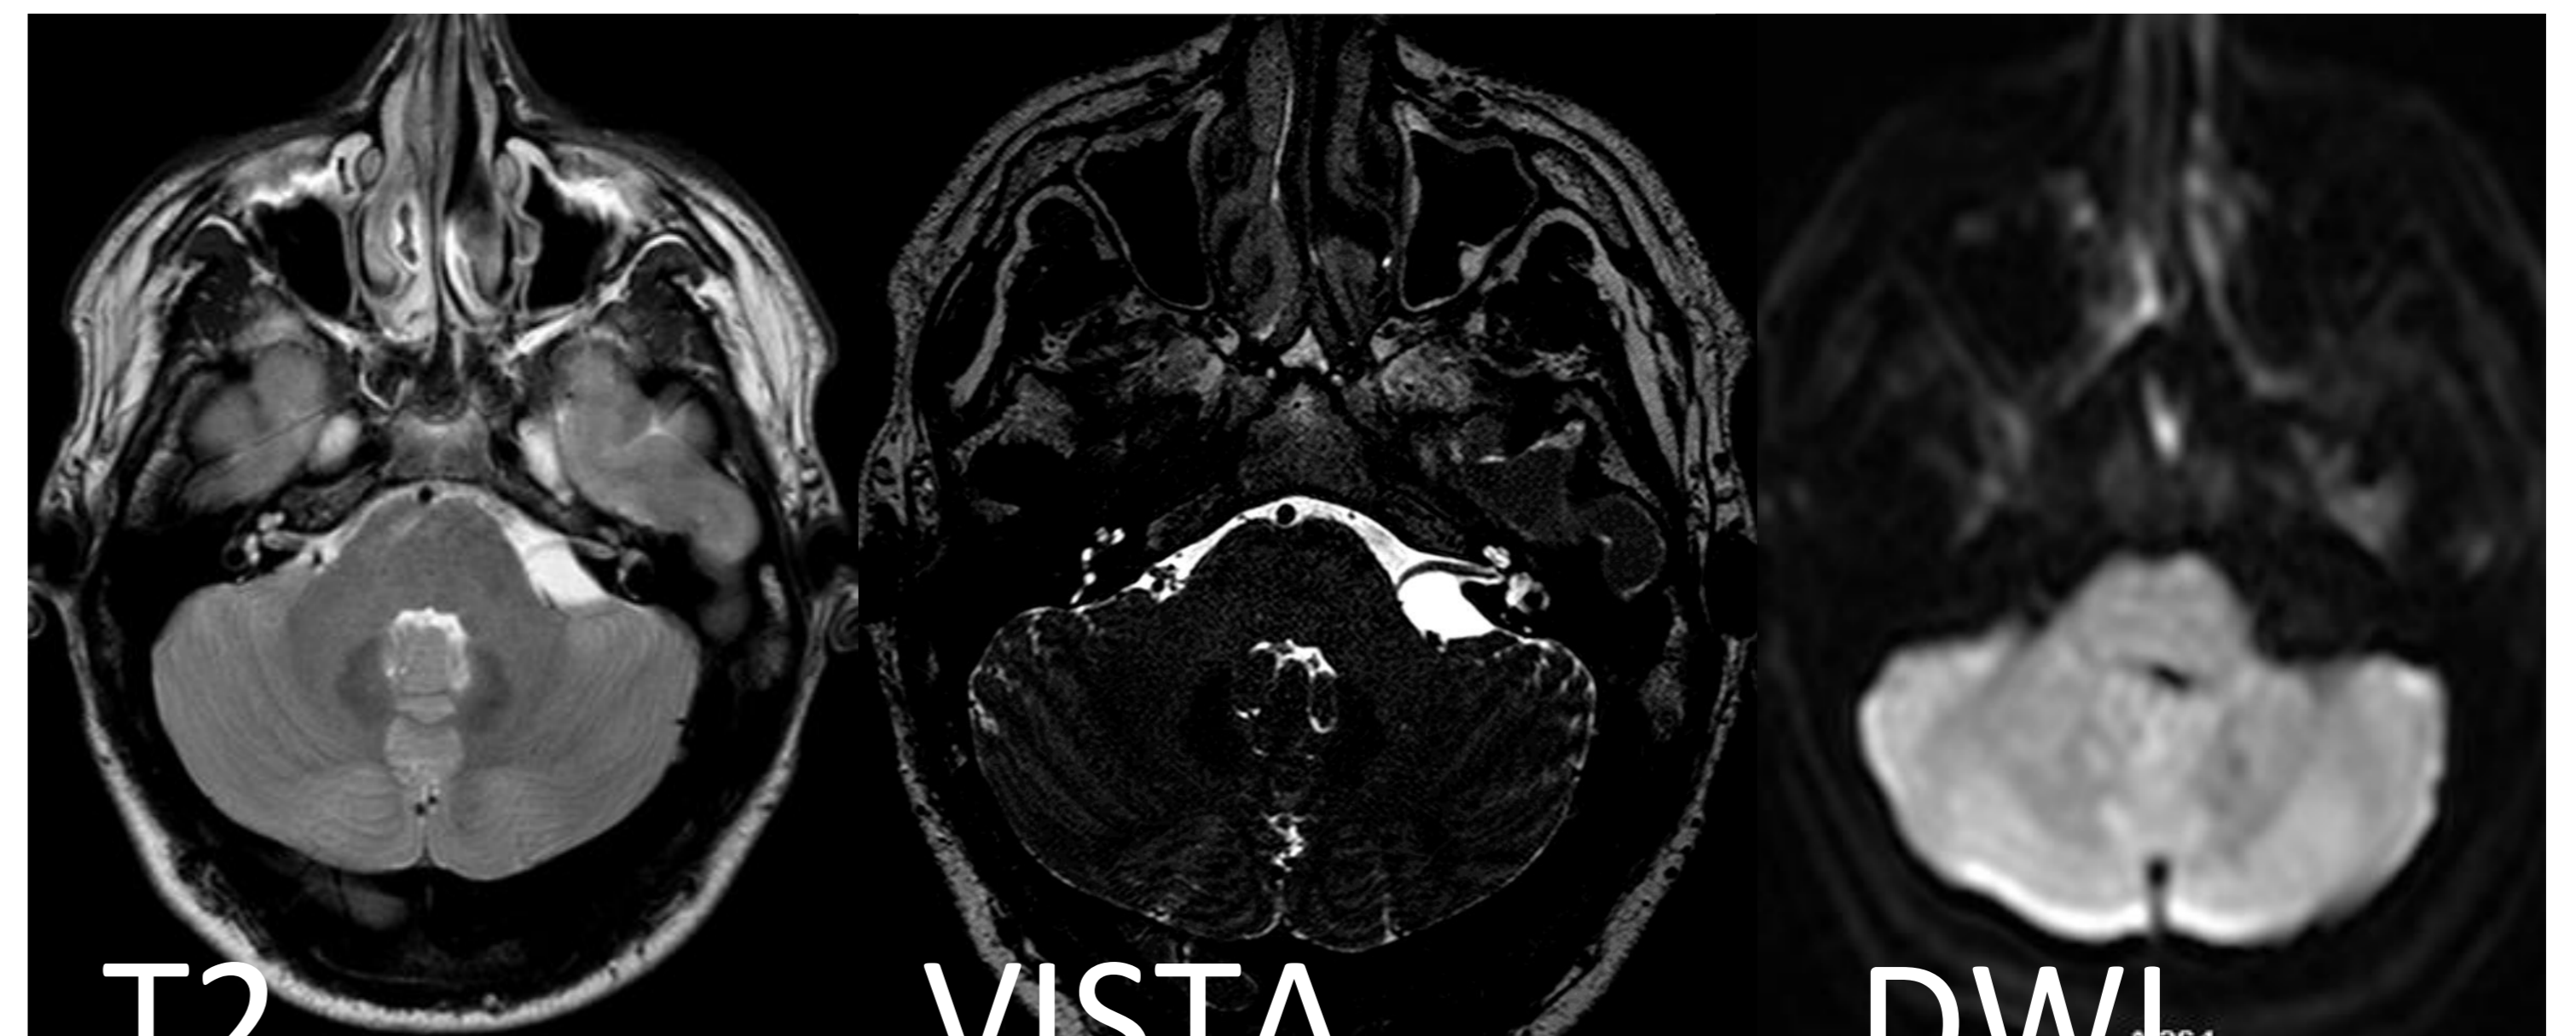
RM de quiste aracnoideo en APC.
